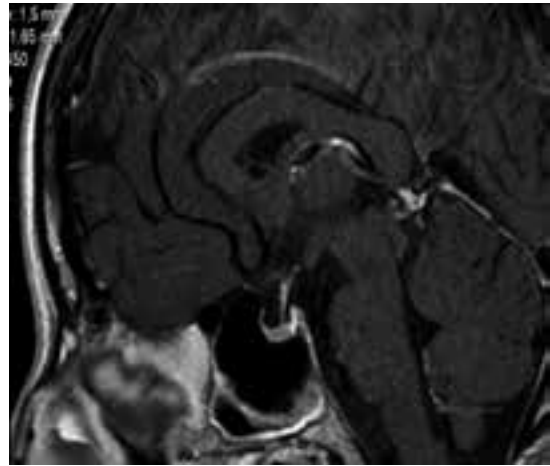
RM hipofisária (ponderação T1) corte sagital.
